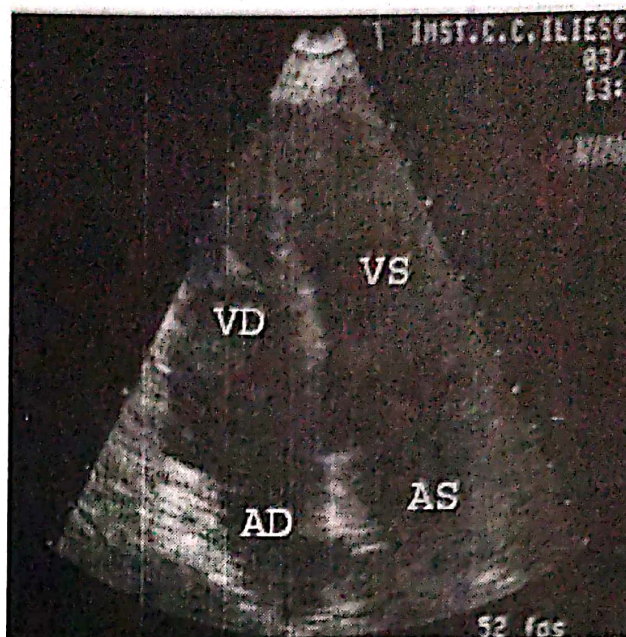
Ecografie - secțiune apicală - 4 camere. Se observă formațiunea tumorală prolăbând prin valva mitrală în timpul diastolei.
